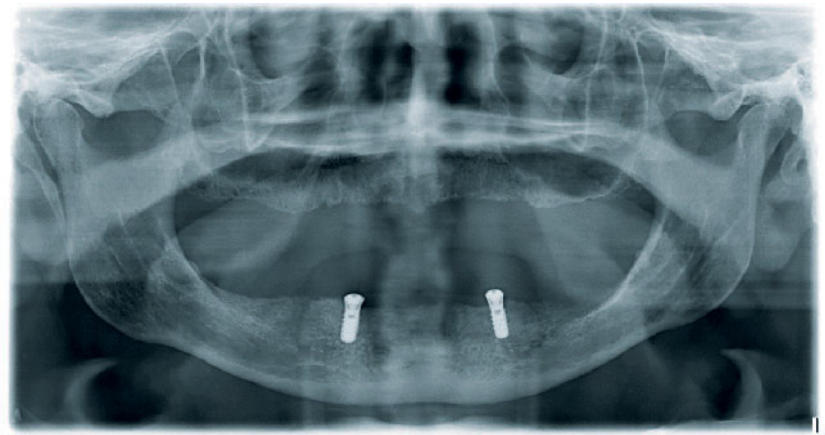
Röntgenologische Kontrolle
